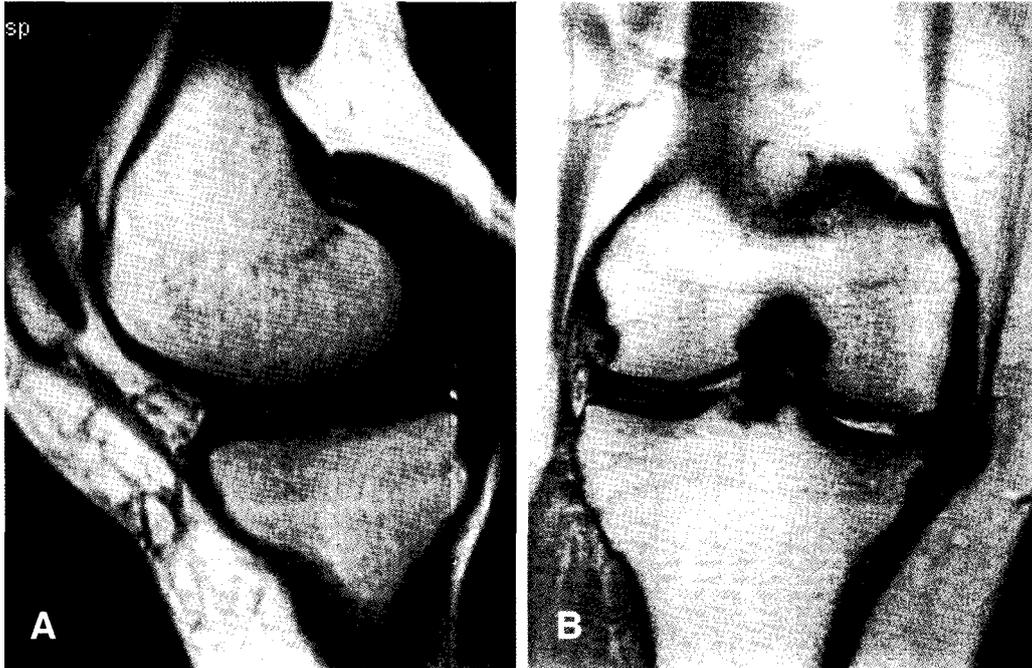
(A) Magnetic Resonance Imaging (MRI) taken before previous surgery on the right knee; Sagittal T1-weighted MR image showing intra-menisal degeneration in the posterior horn of medial meniscus. (B) Coronal proton density-weighted MR image (16 months after previous surgery) showing a medial meniscus that was smaller than normal size (due to previous meniscectomy) and had increased signal intensity in the substance.
